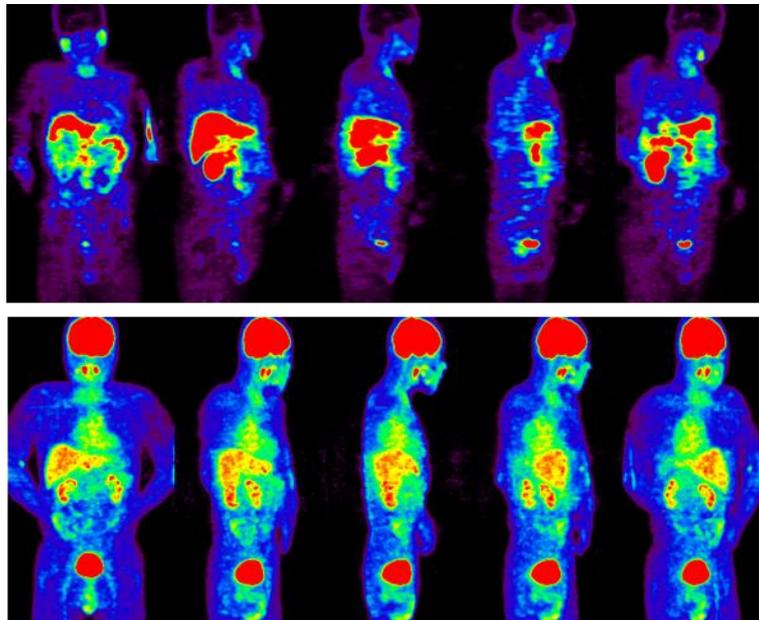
^{18}F -Choline と ^{18}F -FDG 頭頸部での生理的な集積 PET 画像
